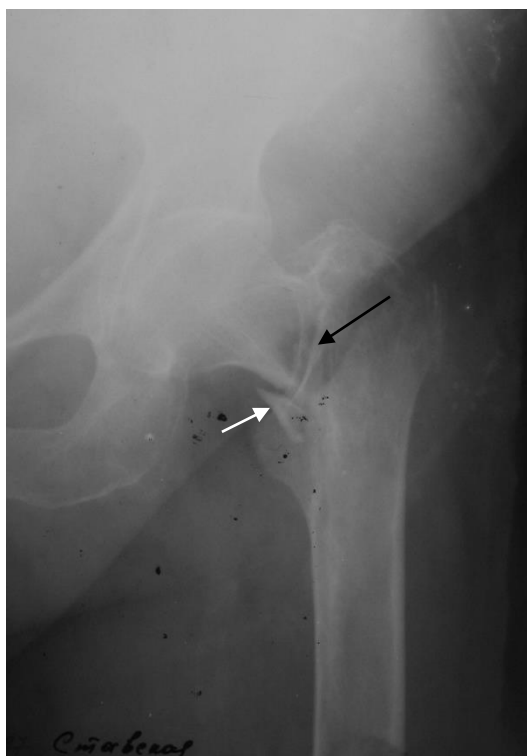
Рентгенограмма тазобедренного сустава в прямой проекции. Определяется линия перелома в виде уплотнения костной ткани в области шейки бедренной кости (черная стрелка) с образованием осколка (белая стрелка). Чресшеечный (базисцервикальный) вколоченный перелом бедренной кости
